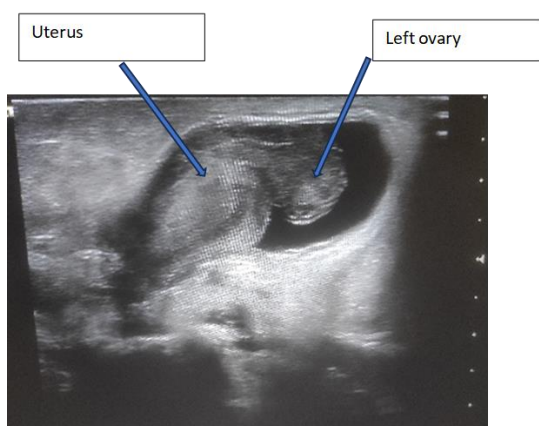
Ultrasound image of the hernia sac containing the uterus and the left adnexa.
